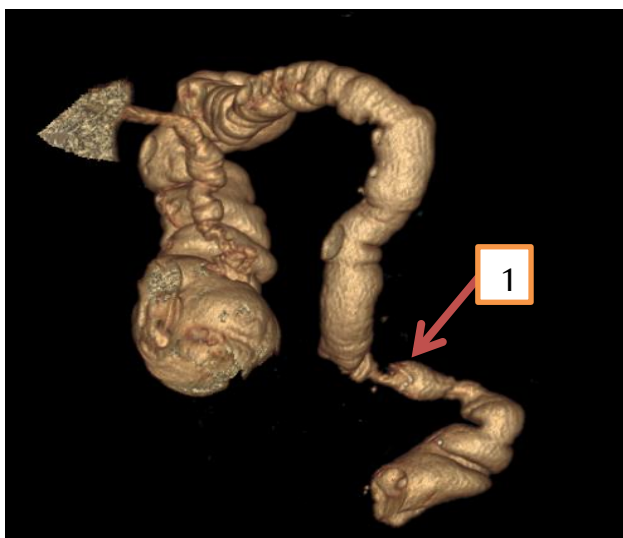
КТ-колонография, 3D-модель пациента А., 69 лет. На высоте 18 см от анального сфинктера определяется десцендоректоанастомоз – стрелка 1.
